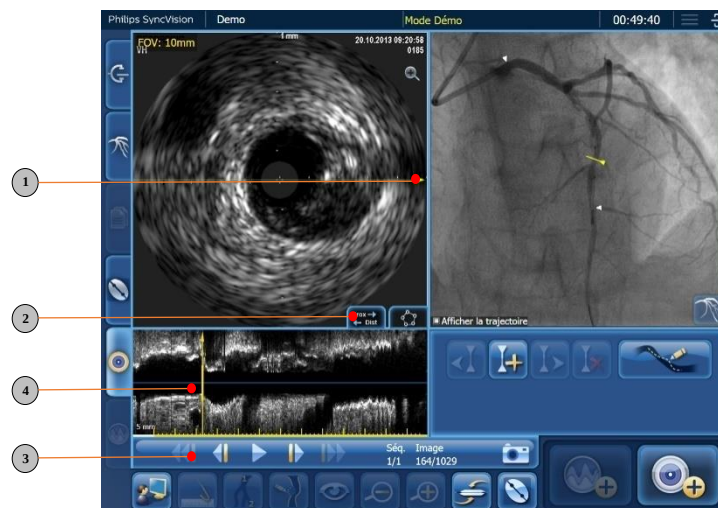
Navigation guidée par les ultrasons intravasculaires
